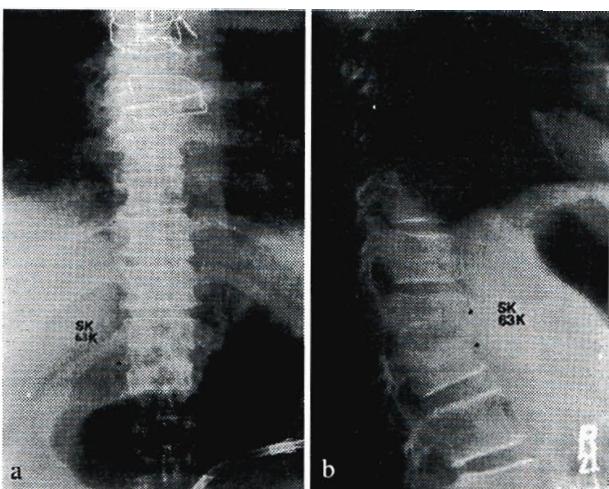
Olgunun beş yıl sonraki direkt lateral grafisinde füzyon tam görülmektedir (Olgu 1)
